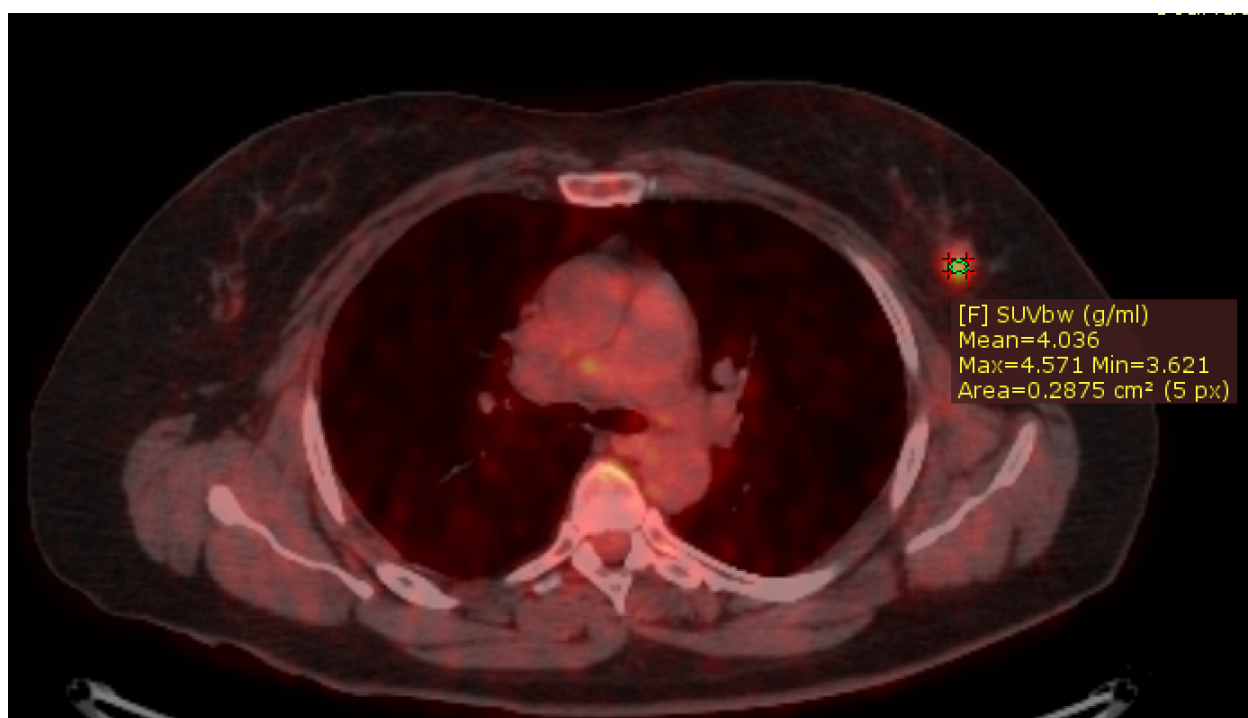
Измерение SUV<sub>max</sub> с помощью эллипсового ROI
